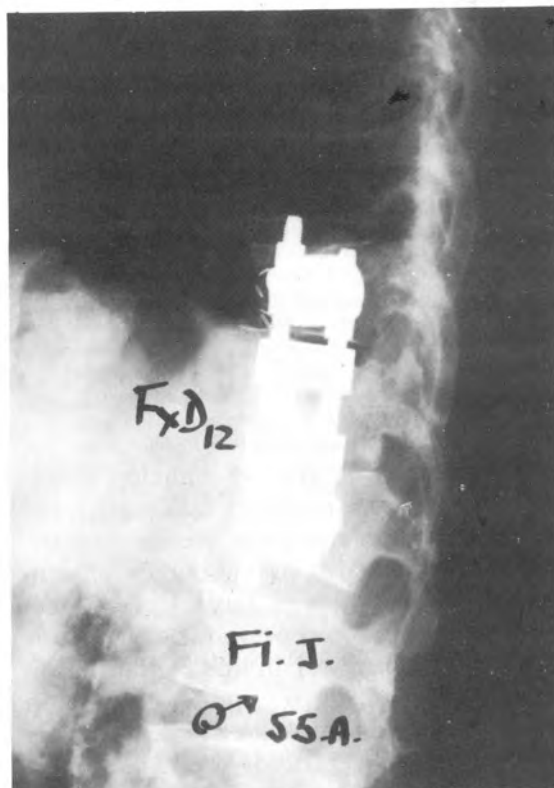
Radiografía postoperatoria perfil. Cifosis corregida a 3 grados con instrumentación corta un nivel por encima y uno por debajo de la fractura.
